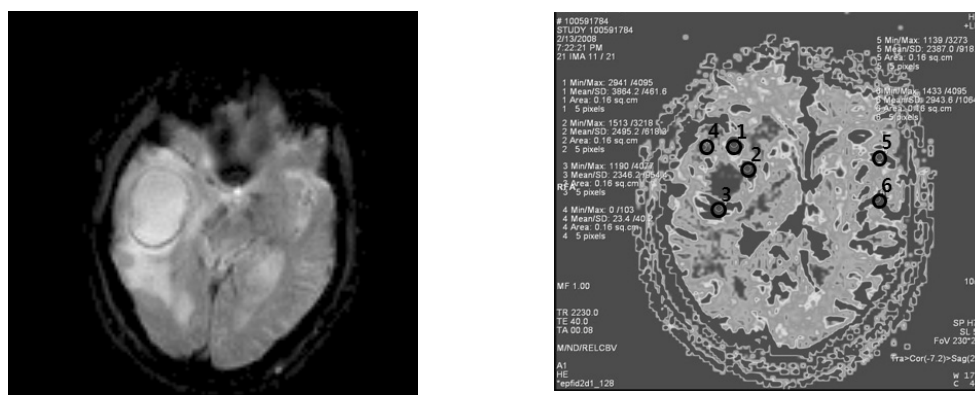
Perfusion MRI and rCBV of high-grade glioma in 55-year man.
